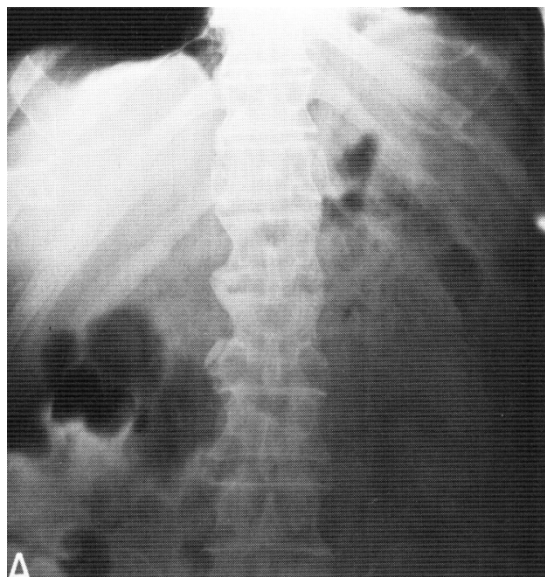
Оглядова рентгенографія черевної порожнини: наявність пухирців повітря в ділянці хвоста підшлункової залози
